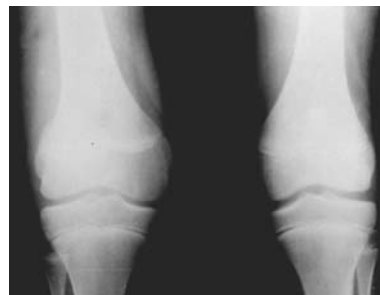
Radiografia do caso 1.
